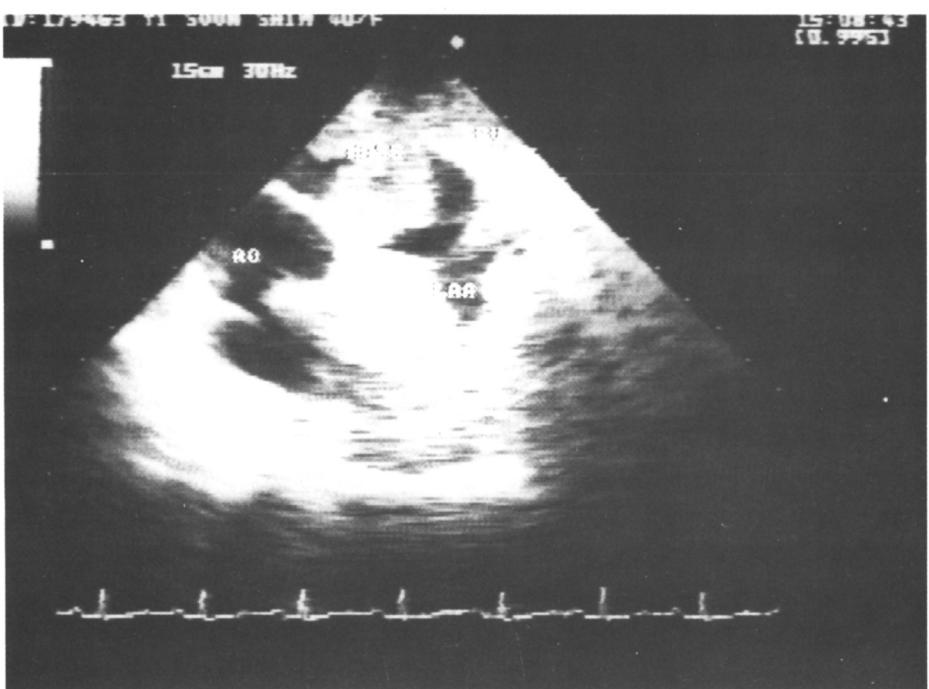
Transesophageal echocardiogram(Transverse basal level) shows left atrial mass growing from pulmonic vein.
